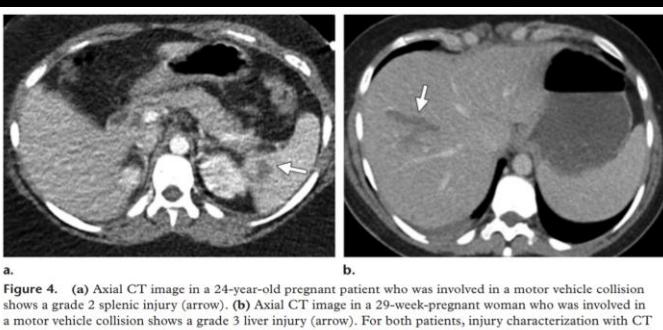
(a) Axial CT image in a 24-year-old pregnant patient who was involved in a motor vehicle collision shows a grade 2 splenic injury (arrow). (b) Axial CT image in a 29-week-pregnant woman who was involved in a motor vehicle collision shows a grade 3 liver injury (arrow). For both patients, injury characterization with CT allowed appropriate monitoring and avoidance of unnecessary laparotomy.
